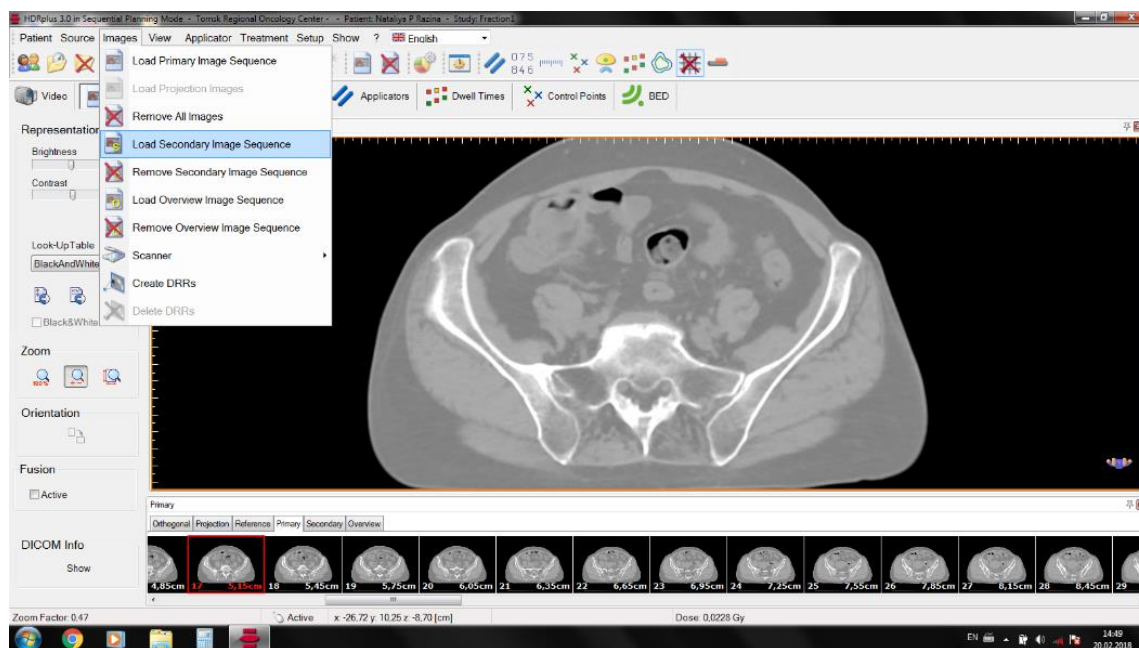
Панель подгрузки КТ-снимков в станции HDRPlus.
